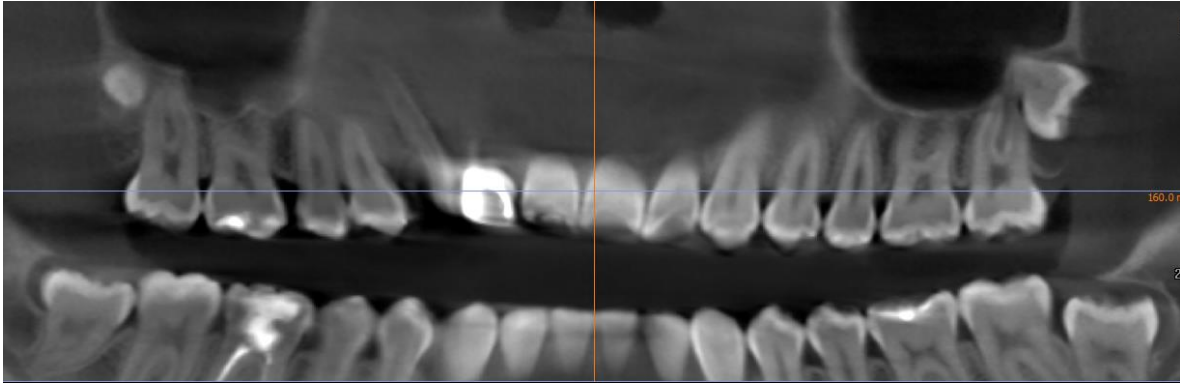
Tomografía vista en plano coronal. Cortesía Esp. Gabriela Millán.
